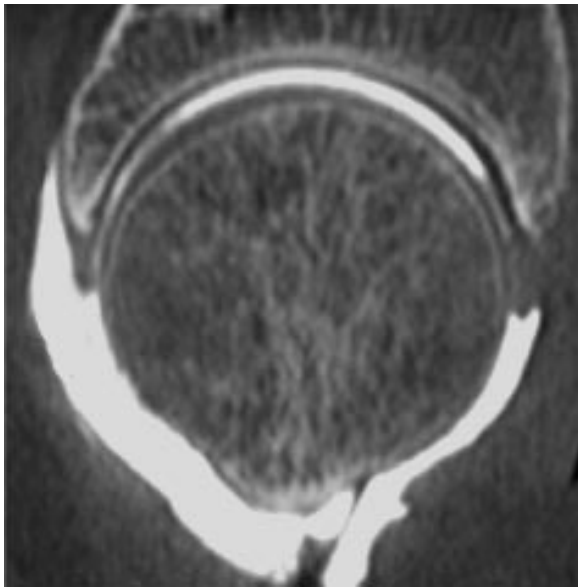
Coupe sagittale d'arthro-TDM passant par le centre de la tête fémorale d'une hanche normale. Il existe un gradient d'épaisseur de cartilage sur la tête fémorale : le cartilage fémoral est fin en périphérie et s'épaissit jusqu'à la partie supérieure de la tête fémorale, le cartilage antéro-inferieur étant plus épais que la cartilage postéro-inferieur. Sur cette coupe, il n'y a pas de gradient d'épaisseur de cartilage sur l'acétabulum qui est d'épaisseur uniforme [5].
